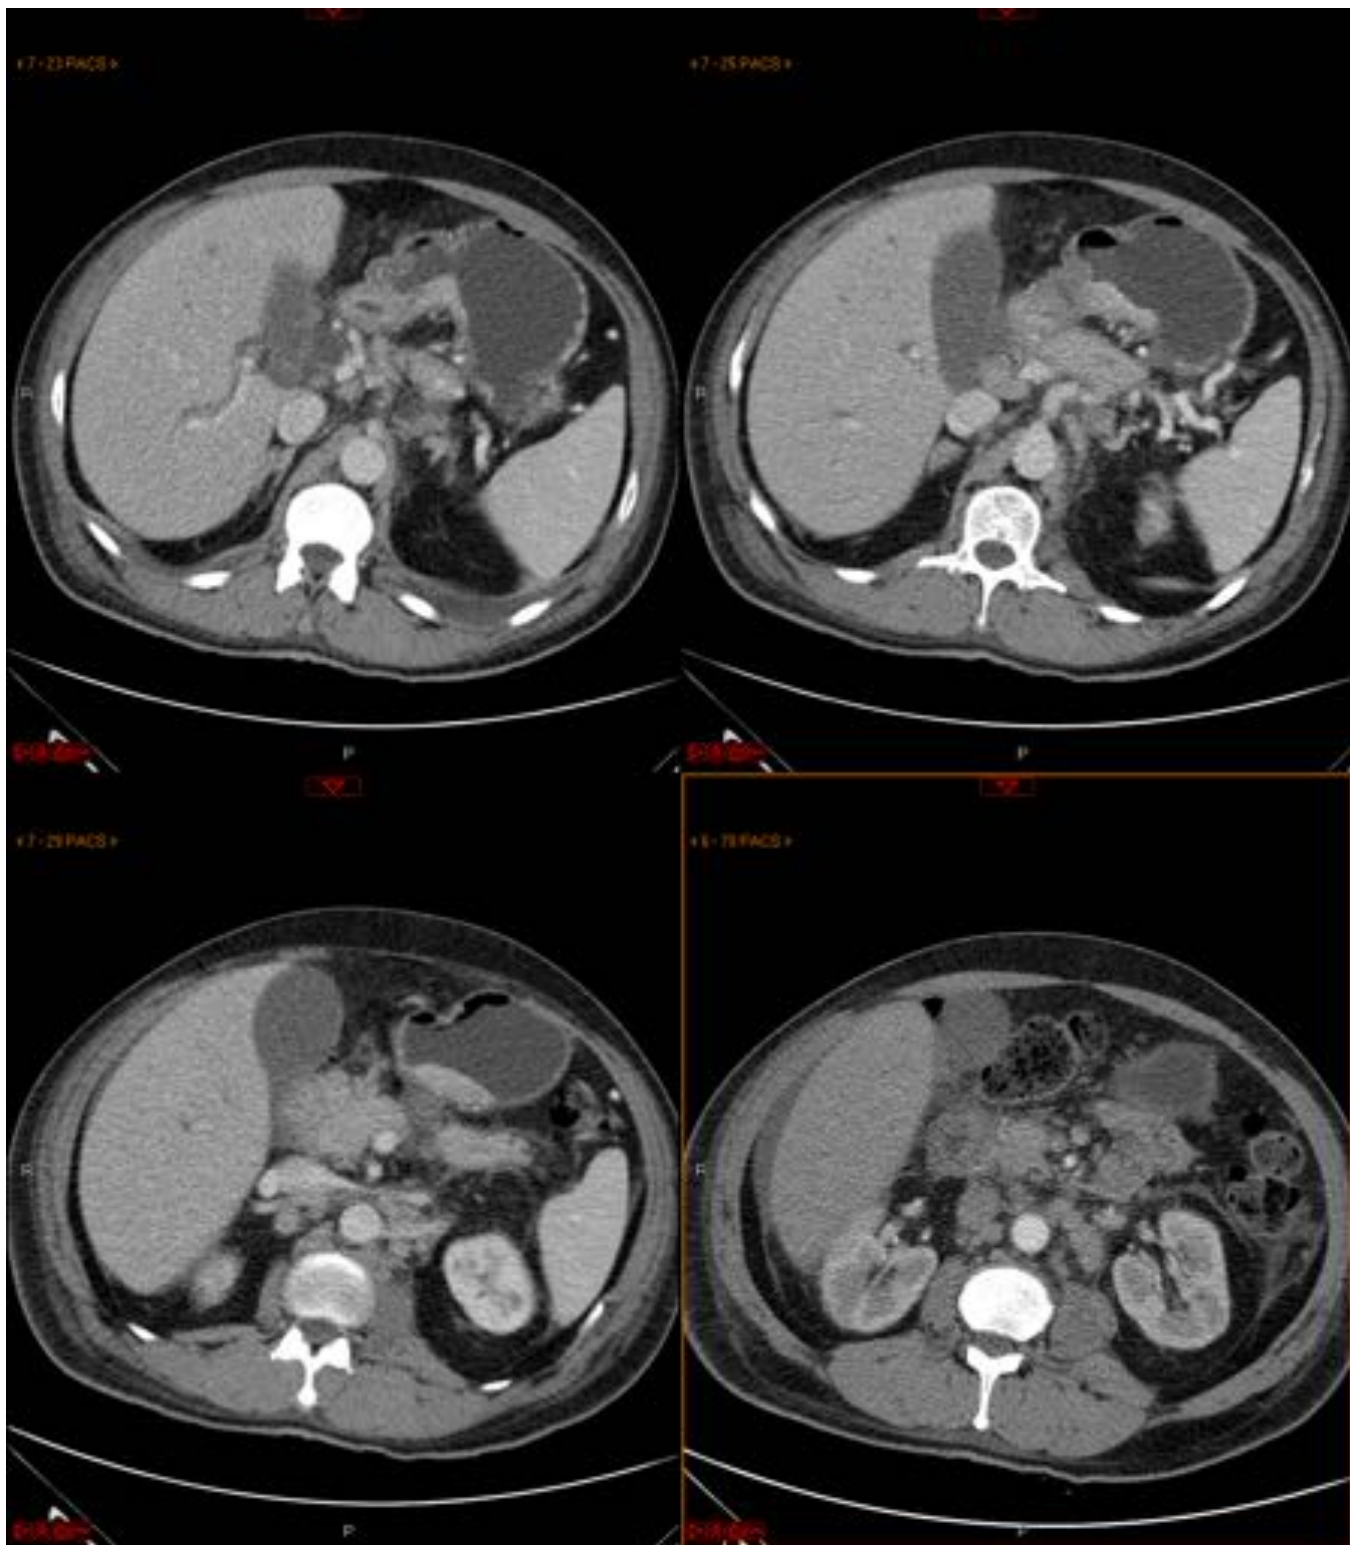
Mujer de 75 años con ictericia y síndrome constitucional. En TAC abdominal (fase portal) se observa engrosamiento circunferencial e irregular del antro gástrico con extensión a primera porción duodenal en relación con adenocarcinoma. Secundariamente se visualiza dilatación de la vía biliar intra y extrahepática por compresión sobre el tercio distal del colédoco. Se aprecian adenopatías en ligamento gastrohepático y pericelíacas. Langueta de líquido en gotiera parietocólica derecha.
